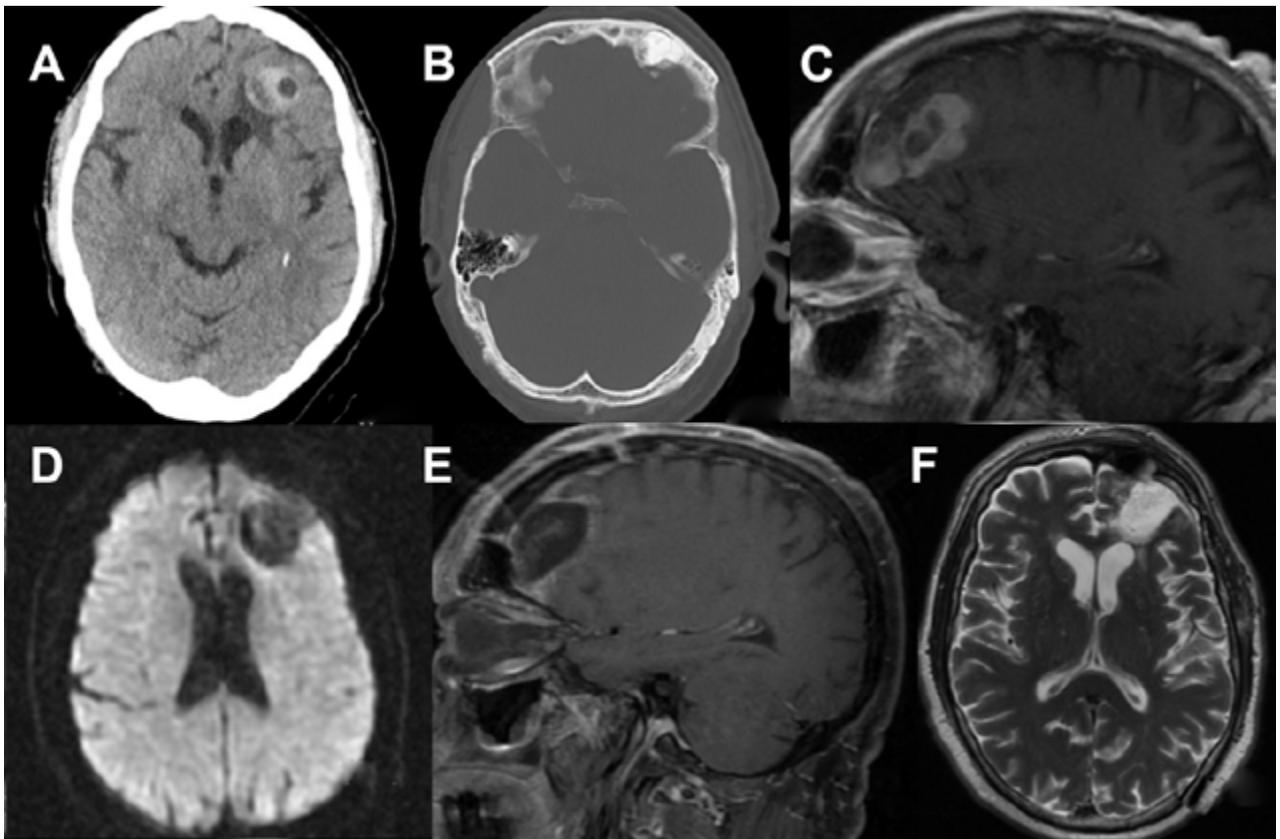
Estudio radiológico. A) TC cráneo-cerebral. Ventana de parénquima cerebral donde se observa lesión frontal hiperdensa heterogénea frontal izquierda B) TC cráneo-cerebral. Ventana de hueso: Osteoma frontal con discontinuidad en la pared posterior del seno frontal. C) RMN cerebral (T1) con contraste: captación heterogénea de la lesión en íntima relación con el seno frontal D) RMN cerebral (DWI): No se identifica restricción de difusión a nivel frontal. E) RMN cerebral de control postquirúrgico. Sagital (T1) con contraste: resección completa de lesión frontal. No se identifica captaciones anómalas. F) RMN cerebral de control postquirúrgico. Axial (T2).
